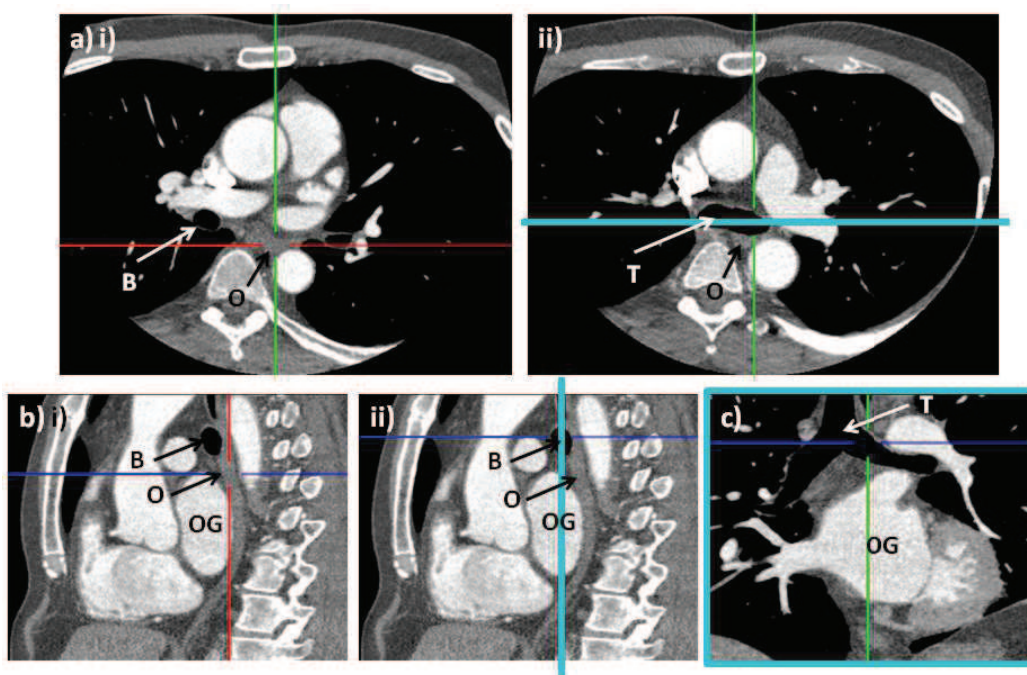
Images CT d'un homme. a) Coupes transversales réalisées à 2 hauteurs différentes : i) la plus basse, ii) la plus haute ; b) Coupes sagittales réalisées selon l'axe vert représenté sur les coupes transversales : i) Coupe réalisé selon l'axe vert de l'image a)i), ii) Coupe réalisée selon l'axe vert de l'image a)ii) ; c) Coupe coronale réalisée selon les axes bleus clairs représentés sur les images a)ii) et b)ii) (B : bronche, O : œsophage, OG : oreillette gauche, T : trachée).
